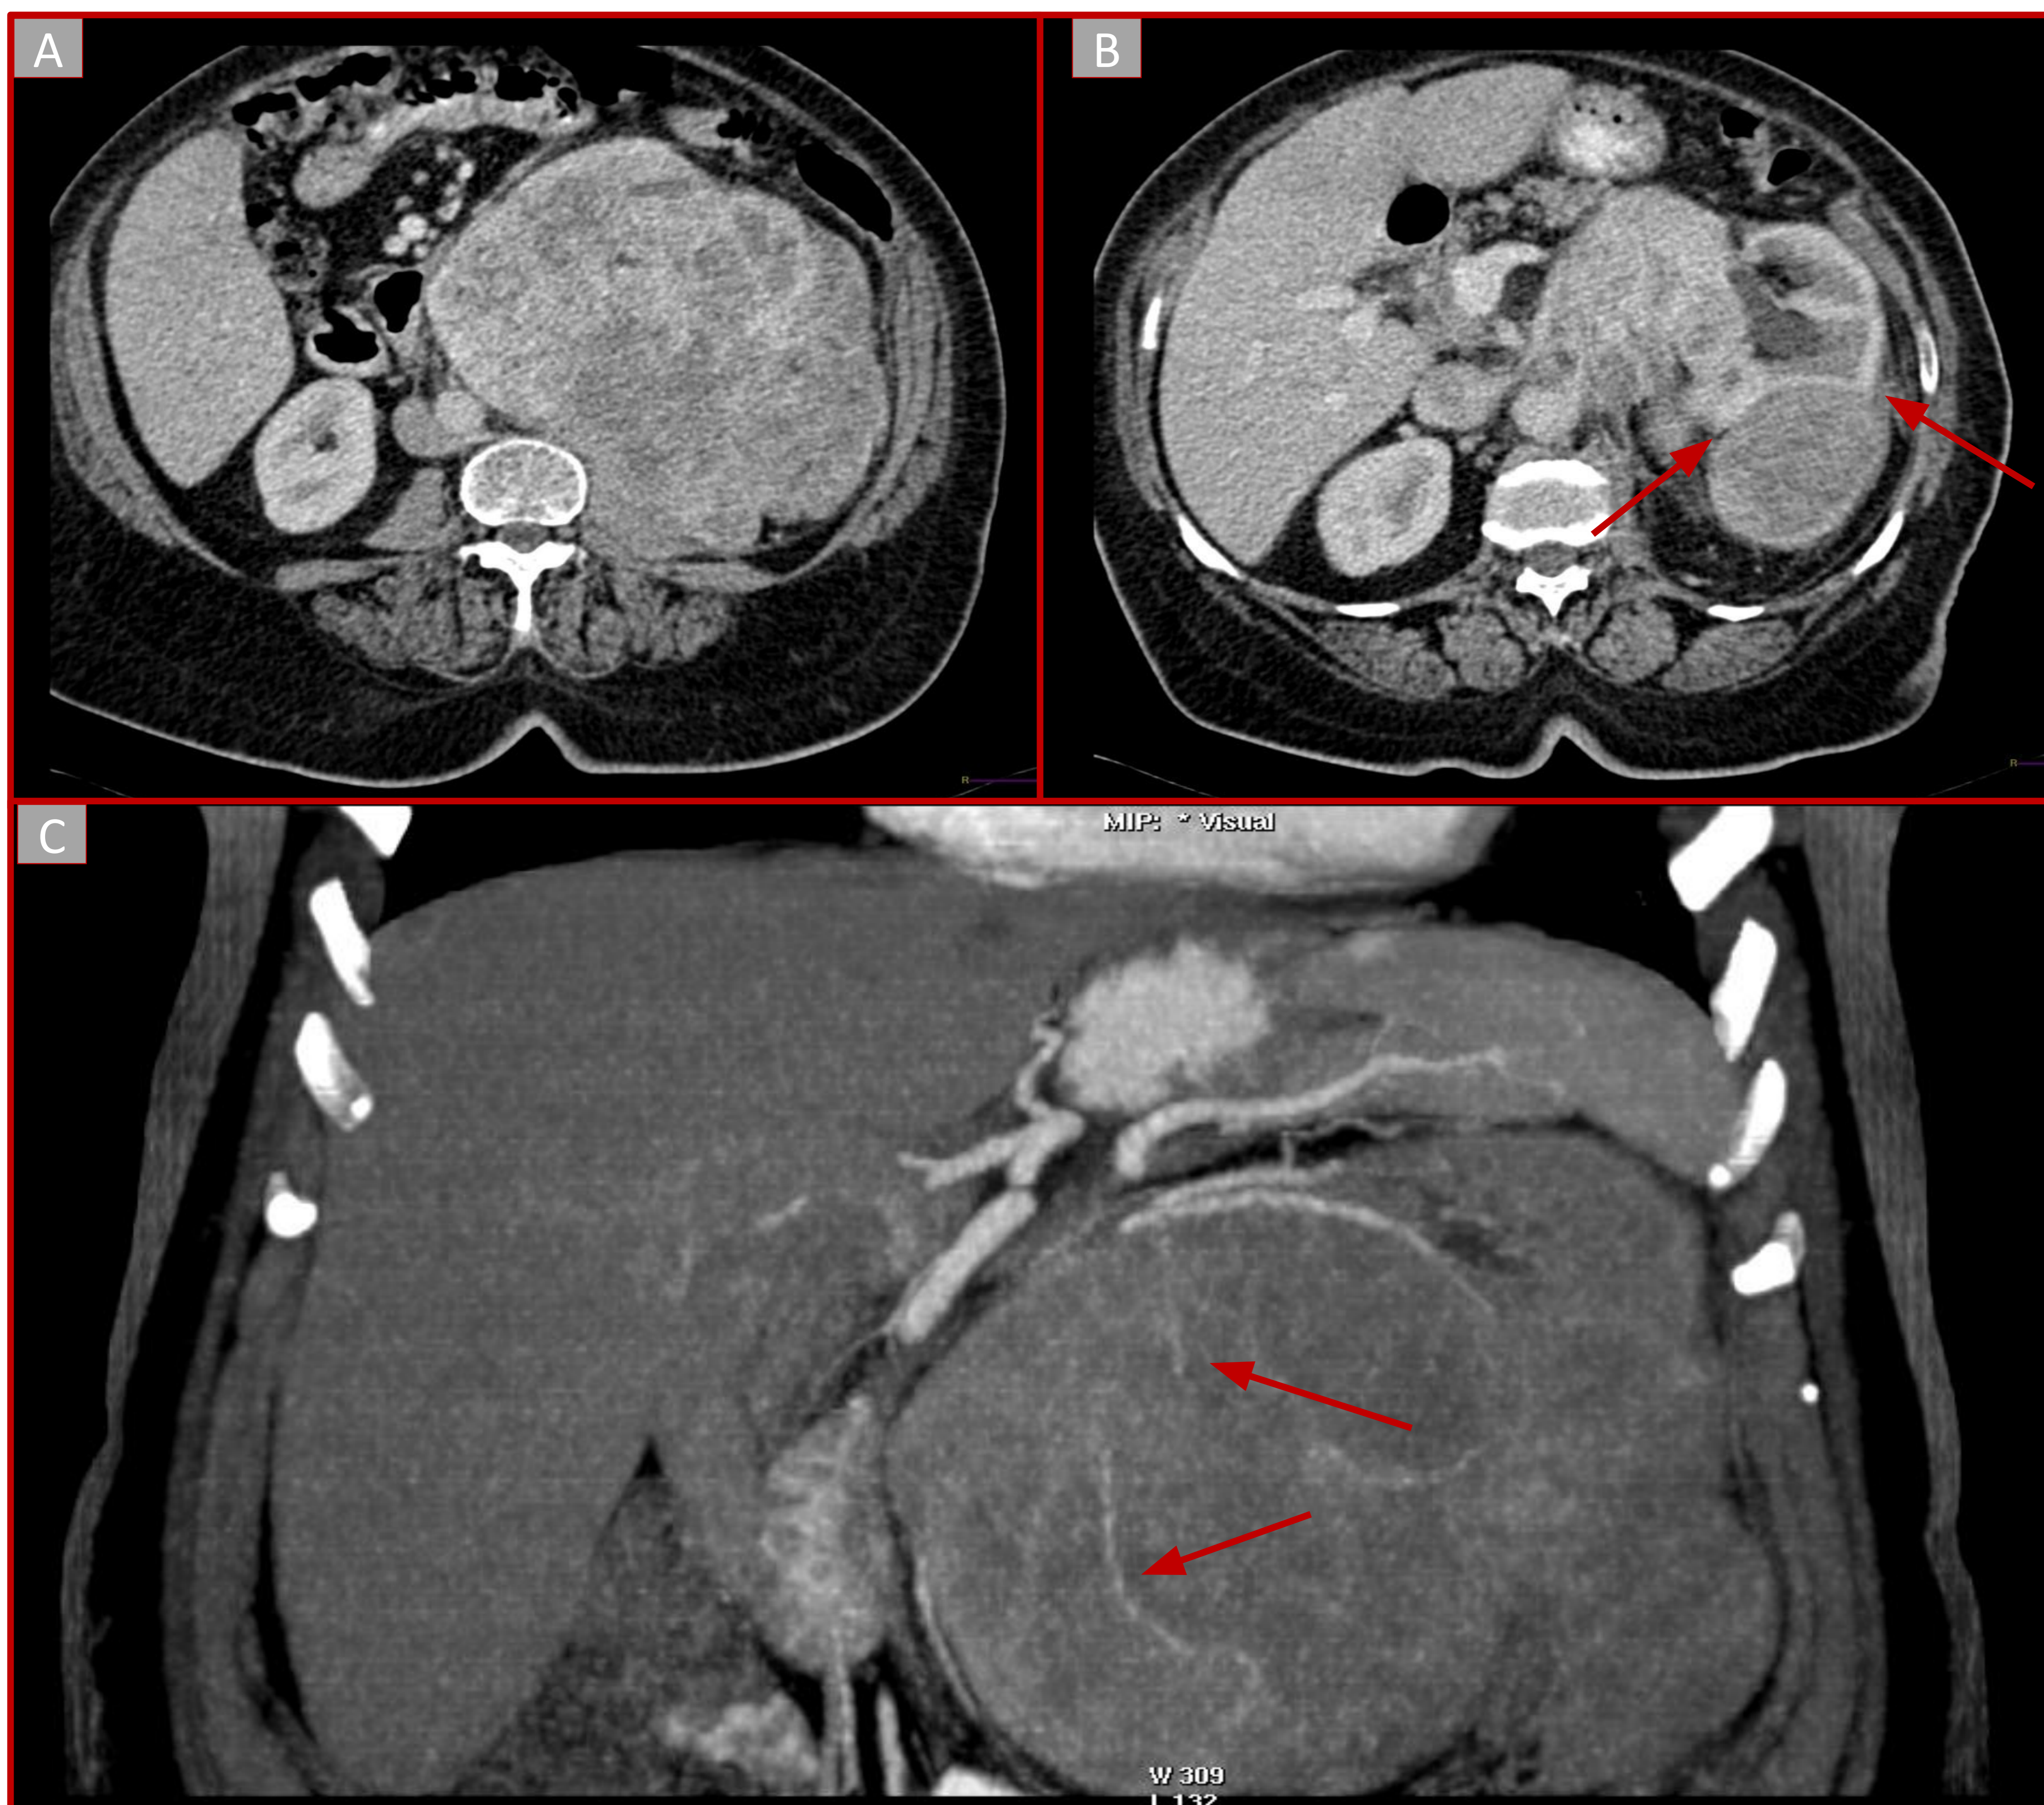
Sarcoma renal primario: las imágenes de TC con contraste muestran una gran masa renal sólida, expansiva y heterogénea (ver “signo del pico” en B, flechas rojas), localmente agresiva, que muestra una neovascularización intratumoral prominente (flechas rojas en C)..
